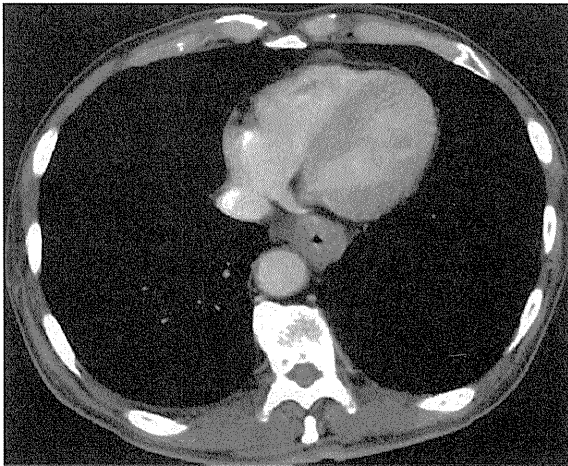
好酸球性食道炎例の胸部 CT. 食道壁の著明な肥厚をみとめる (文献 24 より引用).
